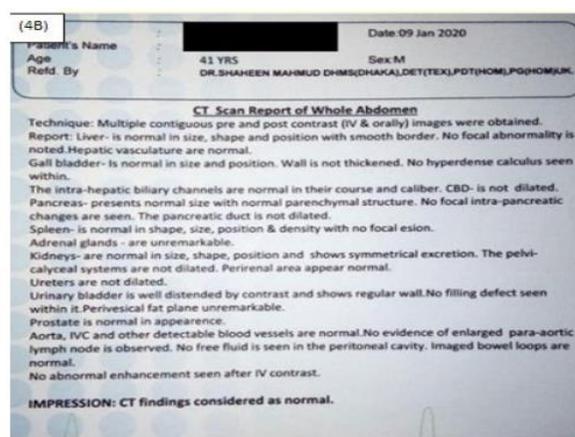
4A) TC de abdomen fechada el 01/09/2020; 4B) Hallazgos: TC normal.
